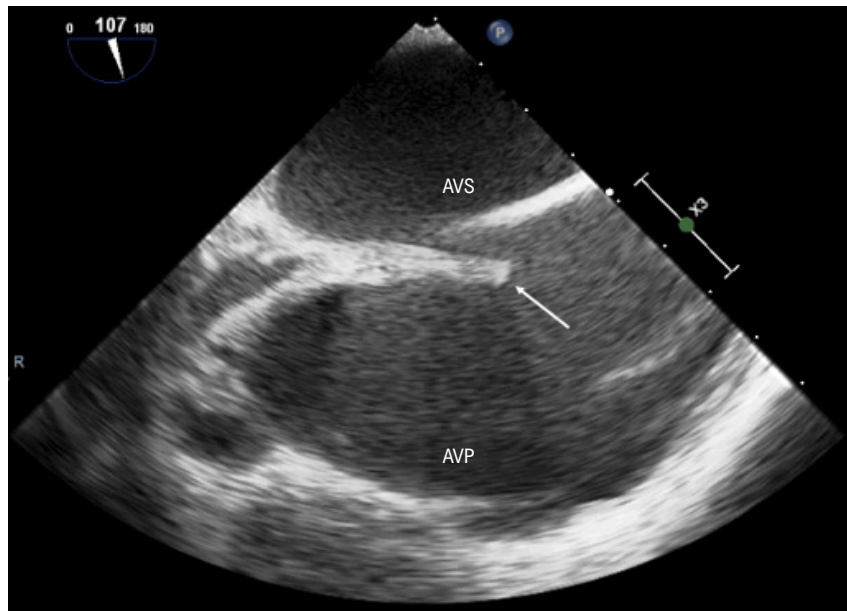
Ecocardiograma transesofágico que mostra a localização da punção trans túnel intra-atrial. A seta branca aponta para a bainha. AVP: átrio venoso pulmonar; AVS: átrio venoso sistêmico.
